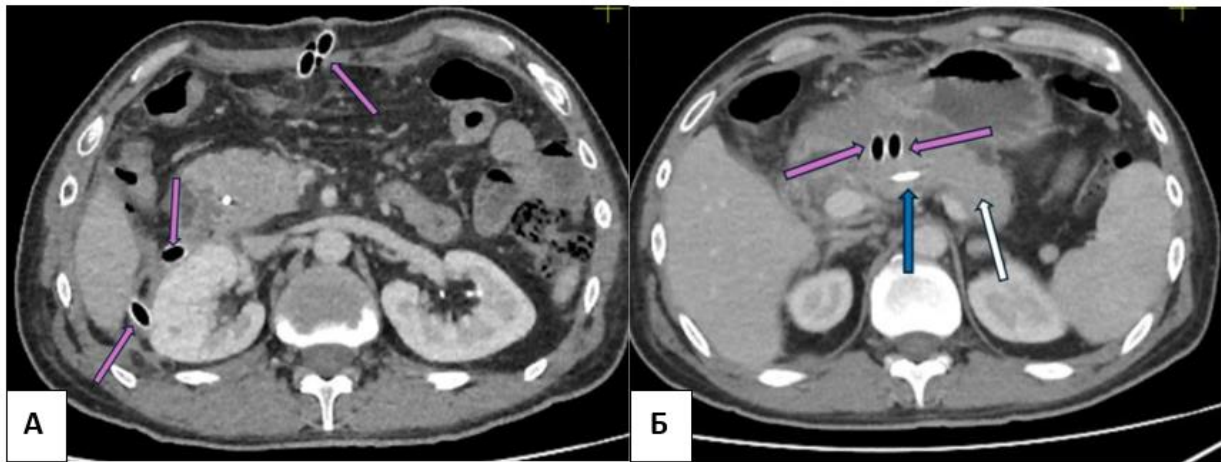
КТ с внутривенным болюсным контрастированием, венозная фаза. 51 сутки заболевания. Аксиальная проекция. Дренируемые скопления паранефрально (А), сальниковой сумки (Б) (фиолетовые стрелки), адекватно стоящий стент протока ПЖ (синяя стрелка), функционирующая паренхима ПЖ (белая стрелка)
